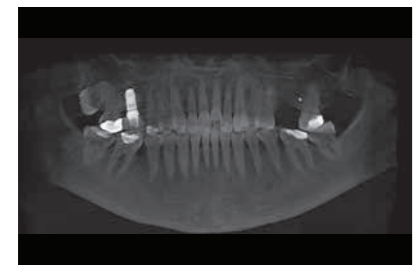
CBCT의 초기 파노라마 사진.
